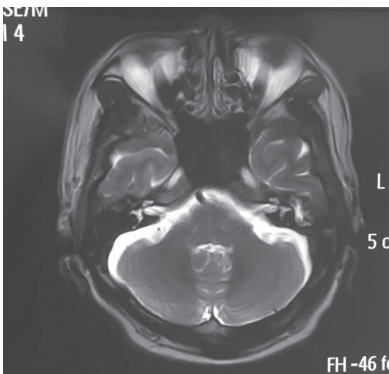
头 MRI-T₂ WI 示第四脑室底部,左侧面丘长 T₂ 异常高信号影
